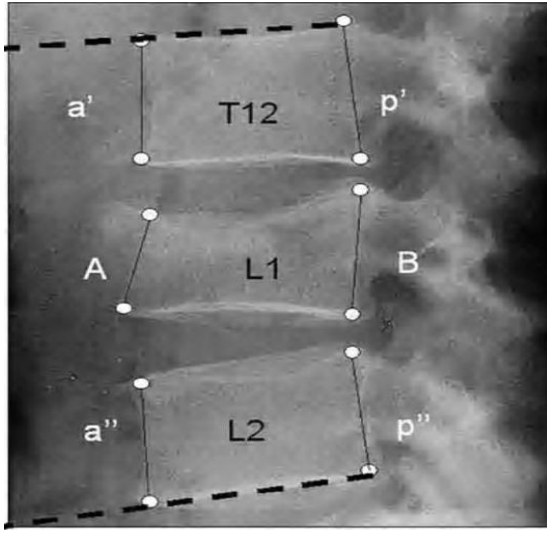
a) Lateral grafide lokal kifoza açısı ve anterior kompresyon açısı ölçümü b) AP grafide pediküller arası mesafede artış c) Lateral grafide kompresyon miktarı
